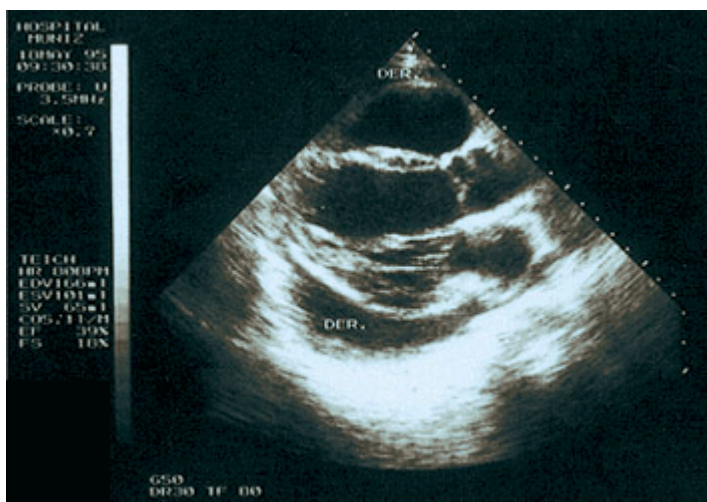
Ecocardiograma que revela derrame pericárdico de 1 300 cc con VI dilatado y deterioro de la función sistólica, pero sin taponamiento cardíaco.
